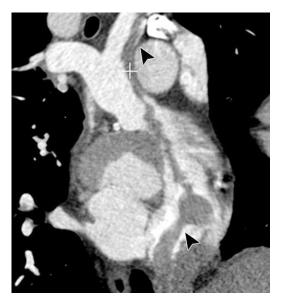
Опухолевый тромбоз нижней полой вены при СКТ Распространние тромба на правые камеры сердца и левую лёгочную артерию
